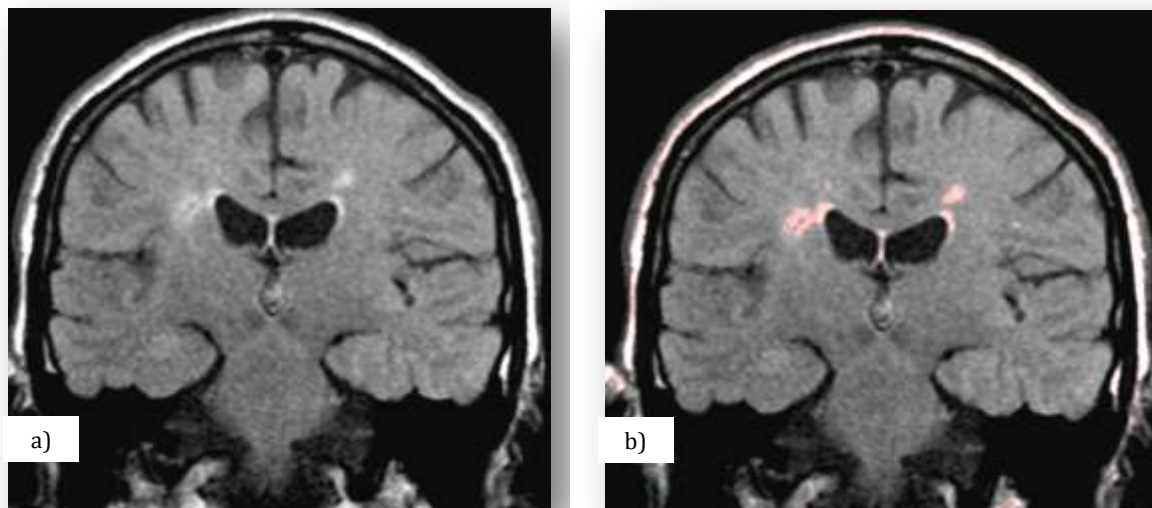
Imagem ponderada em T2 com FLAIR, em orientação coronal da região do corpo caloso. a) Imagem original; b) Imagem após aplicação da GUIAL para reconhecimento das HSB, assinaladas a vermelho. (Fonte: Autor)
